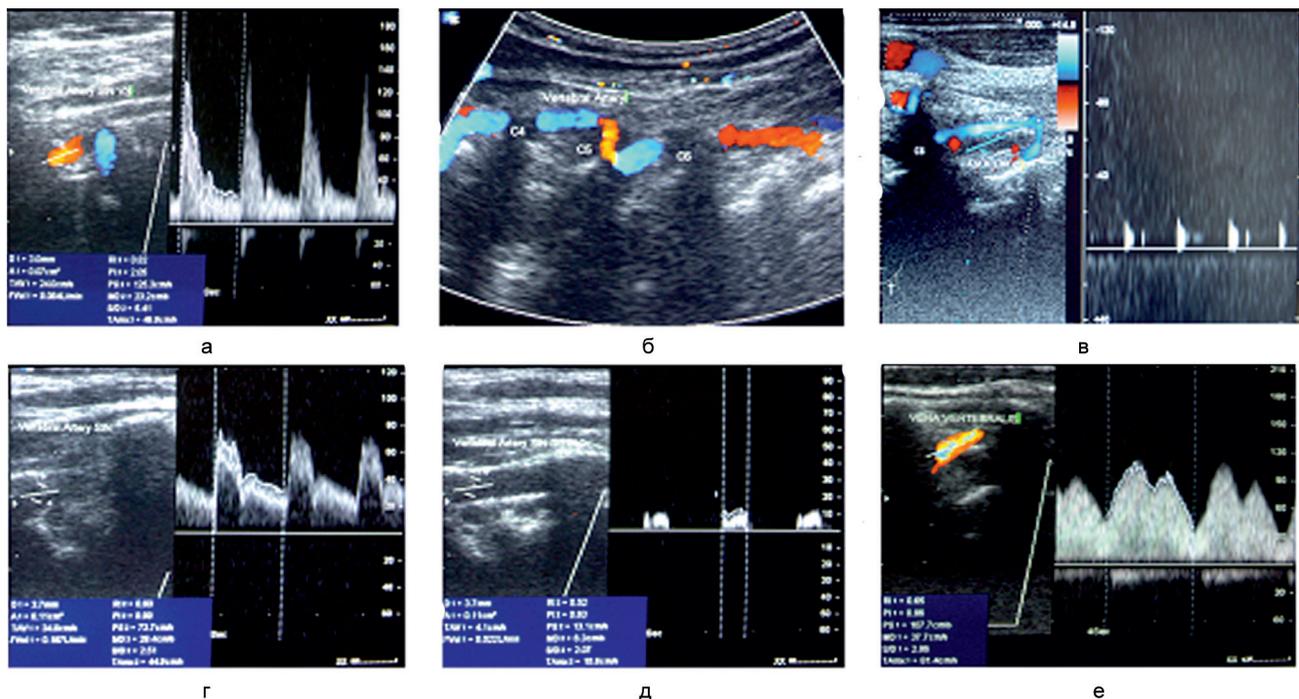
Ультразвуковые синдромы патологии ПА, выявляемые при ЦДС: ирритативные влияния на ПА, проявляющиеся повышением индексов периферического сопротивления (а). С-образная извитость ПА между С5-С6 позвонками без системного дефицита кровотока (б). Экстравазальная компрессия ПА между С5-С6 позвонками с низкоскоростным кровотоком по типу «затрудненной перфузии» перед входом в костный канал (в). Нормальные скоростные показатели кровотока по ПА (г) и гемодинамически значимое снижение скорости кровотока при ротационной пробе (д). Венозная дисциркуляция по позвоночным венам (е)
